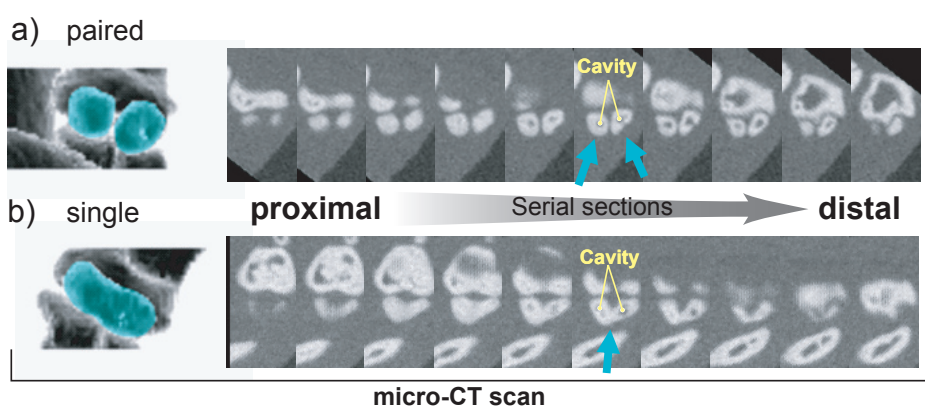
Micro CTによるSesamoid bone内部の観察
